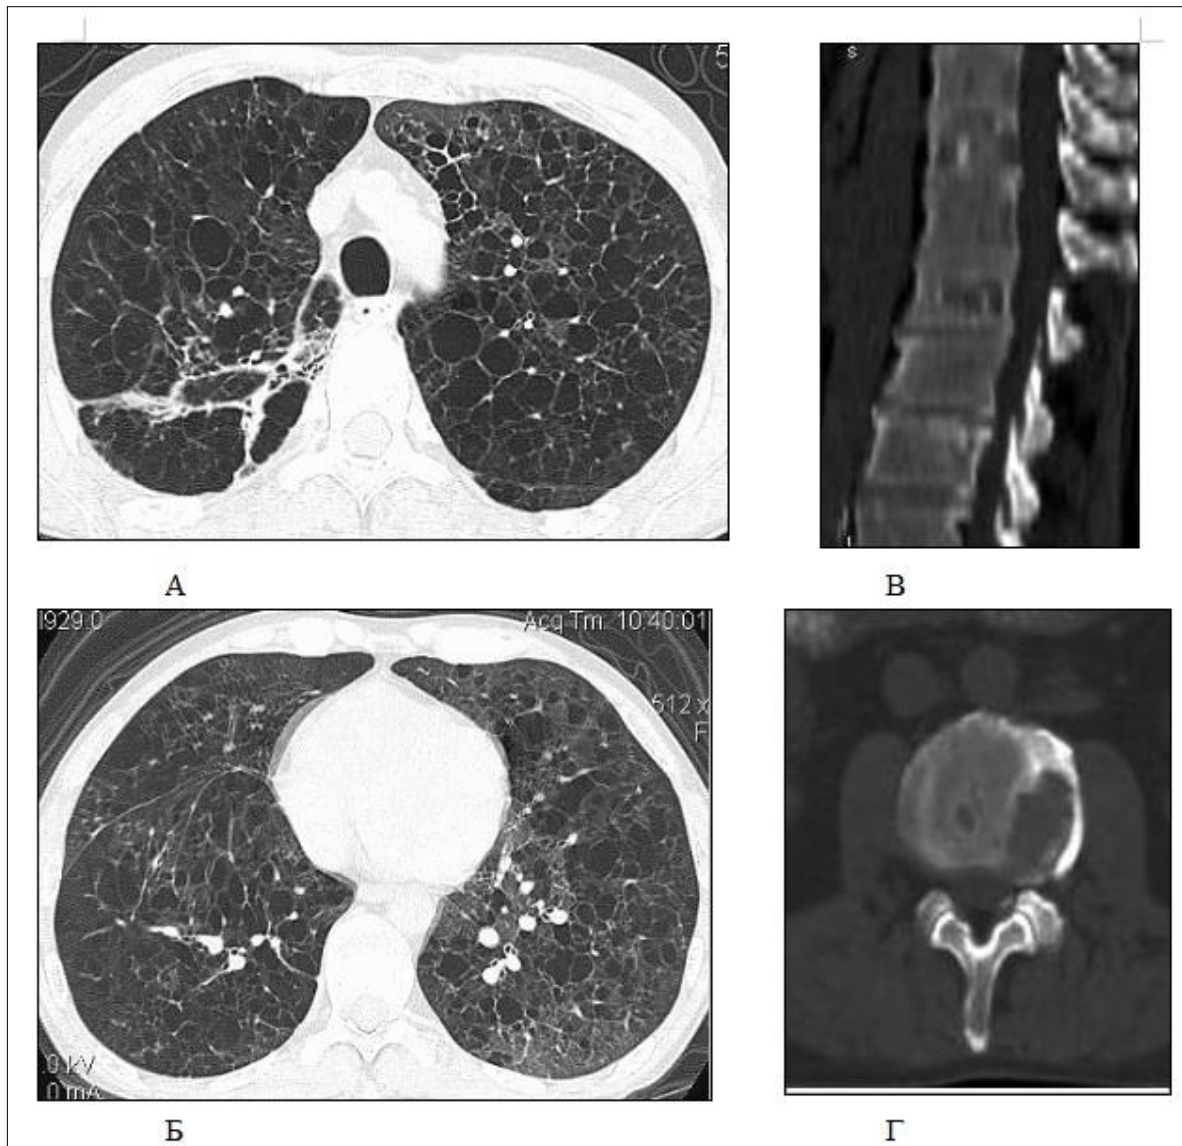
Больной Е., 30 лет. На компьютерных томограммах легких (а, б) выявляются типичные нарушения, характерные для гистиоцитоза на поздней стадии в виде разнокалиберных тонкостенных кистозных полостей.
